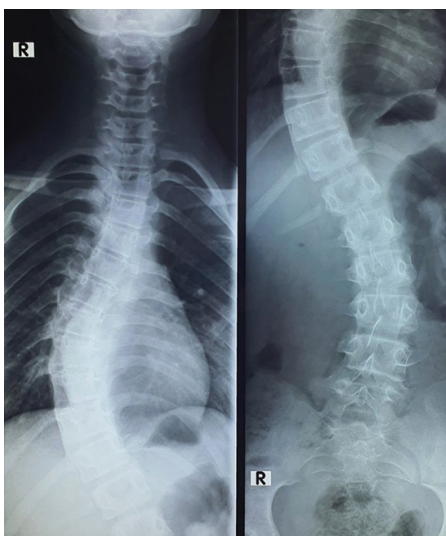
A) asimetria gjate testit Adams b) radiografia që dëshmon diagnozën
